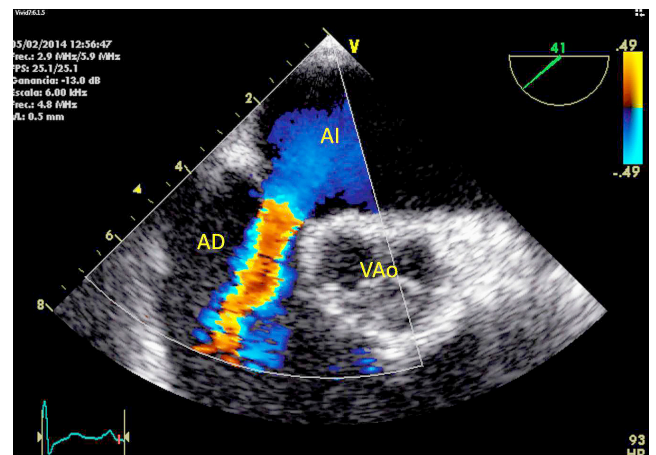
Imagen de ecocardiografía transesofágica con sonda biplano en un plano transversal a nivel de la aurícula izquierda, donde se aprecia jet intenso de regurgitación izquierda-derecha a nivel del SIA compatible con una CIA *ostium secundum*. VAo: válvula aórtica; AI: aurícula izquierda; AD: aurícula derecha. Fuente: elaboración propia.
